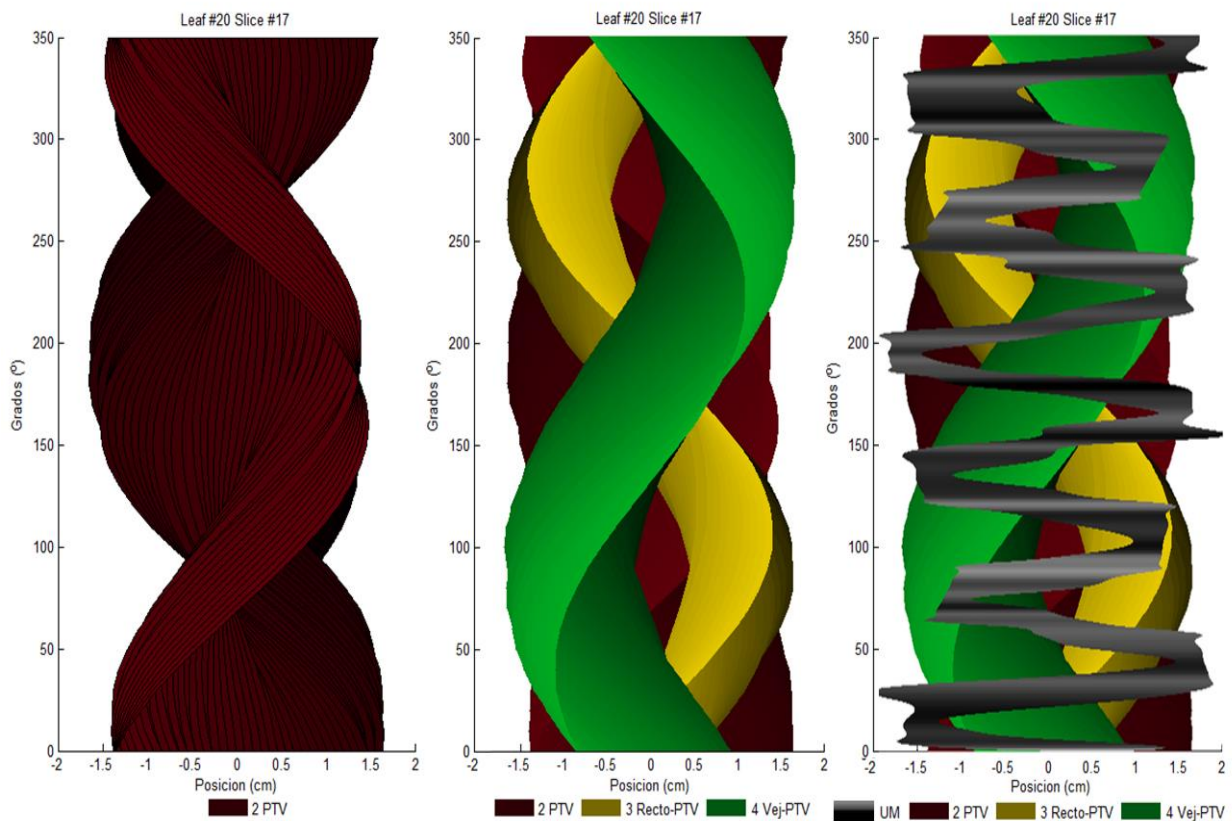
Trayectorias del centro de los vóxeles situados en el contorno de un volumen de interés de un corte axial que coincide con una lámina central escalados a la altura del centro del MLC. Las líneas corresponden a la proyección de la trayectoria de un vóxel. En la tercera figura se representa junto con el sinograma de los vóxeles, el sinograma de las láminas y UM de una planificación para este CT realizada con el planificador comercial Monaco™.
